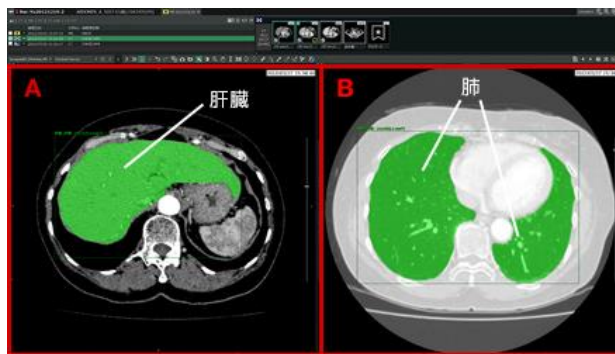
臓器抽出およびラベリング機能の例: 図 A および B の緑色の領域は、CT 画像から肝臓(左)と肺(右)を抽出したものの。
